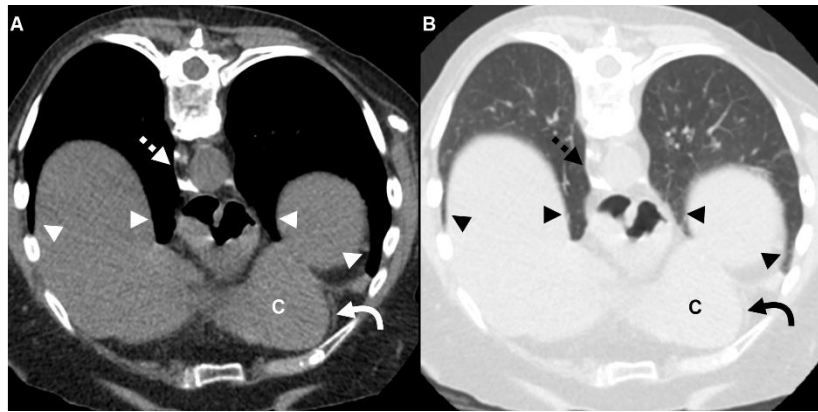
Tomografía computada de control con ventana de partes blandas (A) y ventana pulmonar (B). Se observa ensanchamiento de la grasa peri aórtica supradiaphragmática con áreas de hipodensidad debidas a la presencia de etanol y áreas hiperdensas correspondientes a la solución contrastada (flecha rayada) sin la presencia de derrame pleural (cabezas de flecha) o derrame pericárdico (flecha curva). Corazón (C). Paciente posicionado en decúbito prono.
